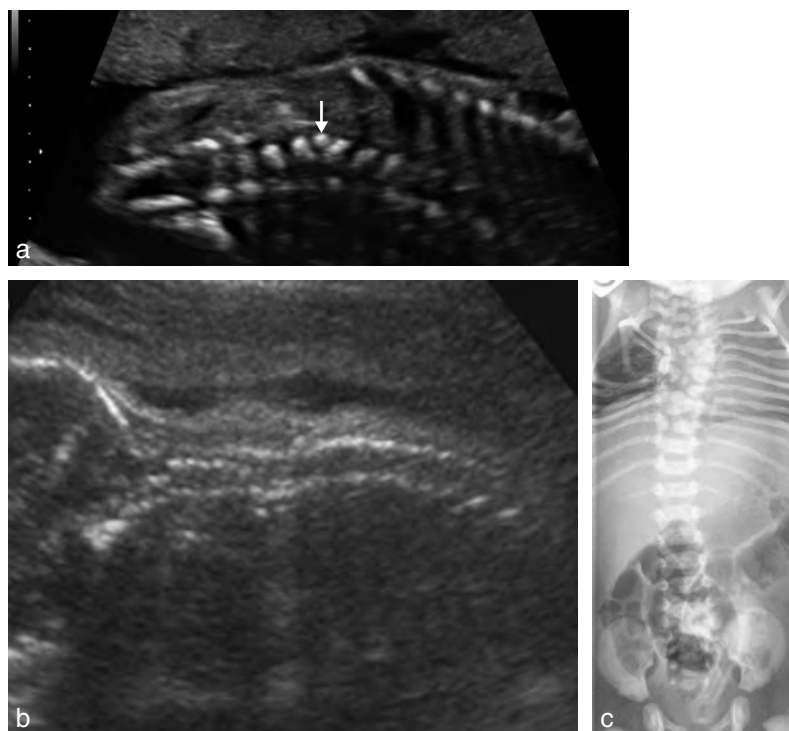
Anomalies des vertèbres. a. Hémivertèbre (20 SA). Coupe frontale du rachis. Il existe une inclinaison latérale de l'axe rachidien et on retrouve entre les corps vertébraux de L1 et L2 un écho surnuméraire (→) qui correspond au petit corps vertébral d'une hémivertèbre. b et c. Hémivertèbres, blocs vertébraux et vertèbres en aile de papillon responsables d'une déformation du rachis relativement bien compensée sur l'échographie anténatale et la radiographie post-natale. Notez les côtes manquantes.
